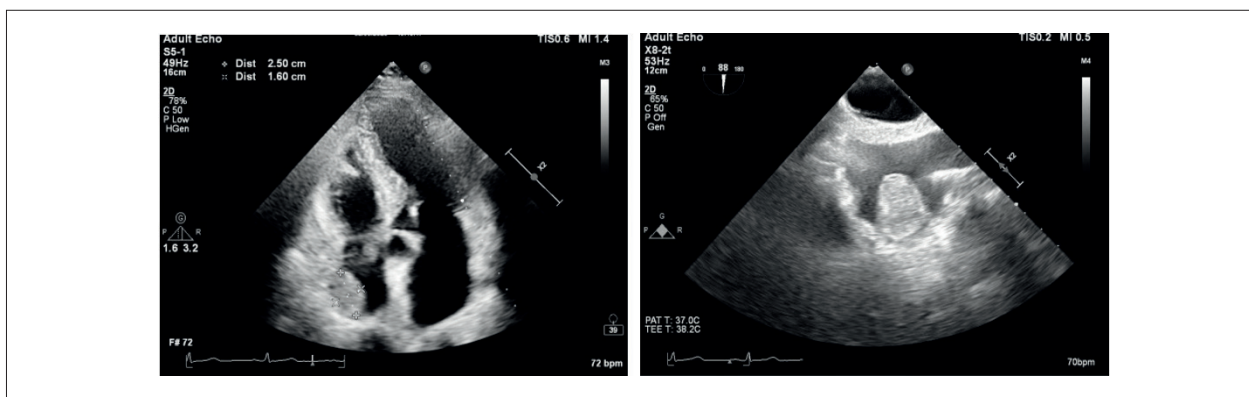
Ecocardiografia: imagem ecogênica, homogênea, medindo aproximadamente 26 x 17 mm, séssil e com limites bem definidos, localizado na parede posterior do átrio direito.
